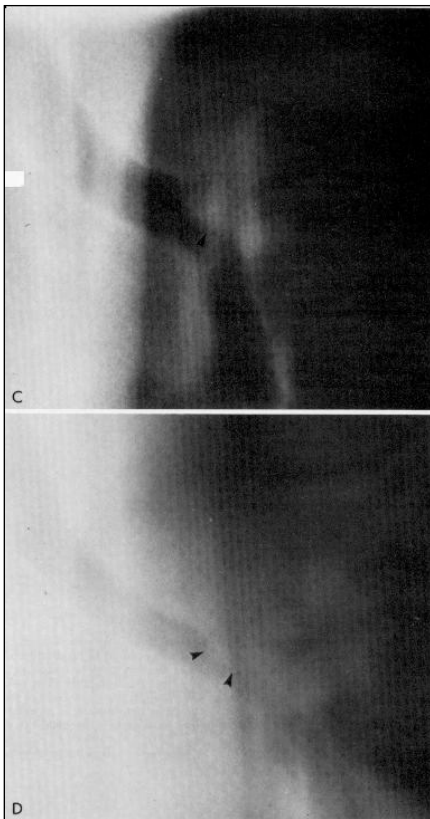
TOMOGRAFIE CONVENȚIONALĂ PS ÎN INSPİR ȘI EXPIR: MASĂ TUMORALĂ CE PROTRUZONEAZĂ ÎN BRONHIE, BINE DEFINITĂ; CALIBRU PS ESTE MARCAT REDUS ÎN EXPIR. CARCINOM CU CELULE MICI LOCALIZAT LA NIVELUL PS.
